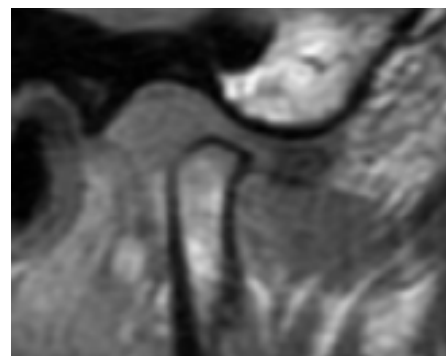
IRM en bouche ouverte
